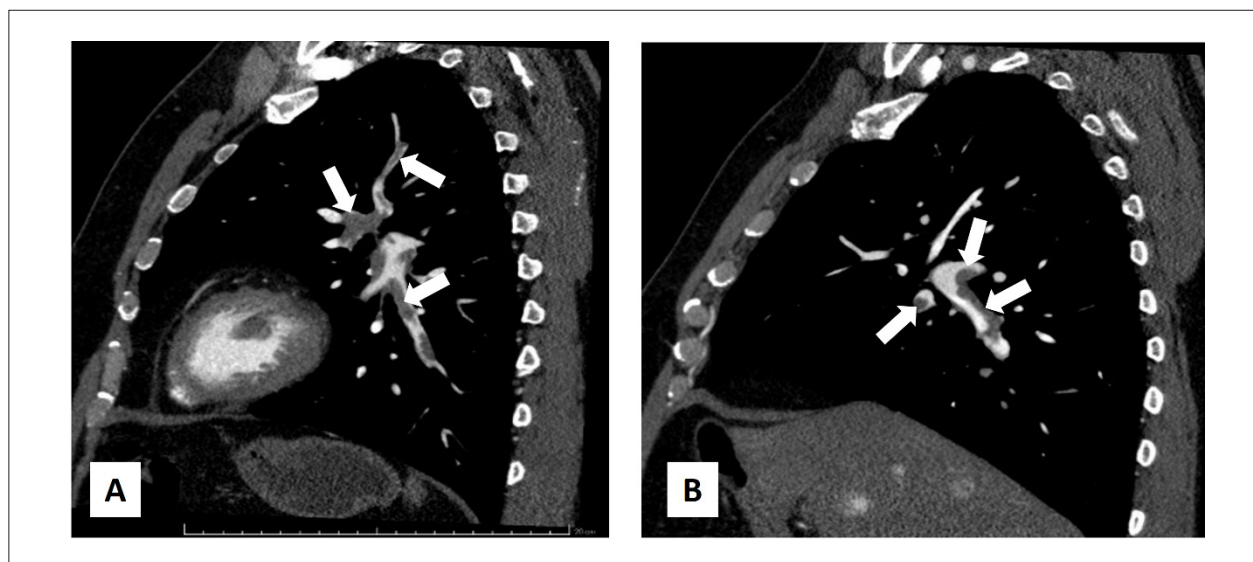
Cortes no plano sagital de angiotomografia computadorizada demonstrando múltiplas “falhas de enchimento” intraluminais em ramos segmentares e subsegmentares das artérias pulmonares principais (algumas delas demonstradas pelas setas brancas nas imagens), configurando TEP bilateral; A) pulmão esquerdo; B) pulmão direito (setas).
